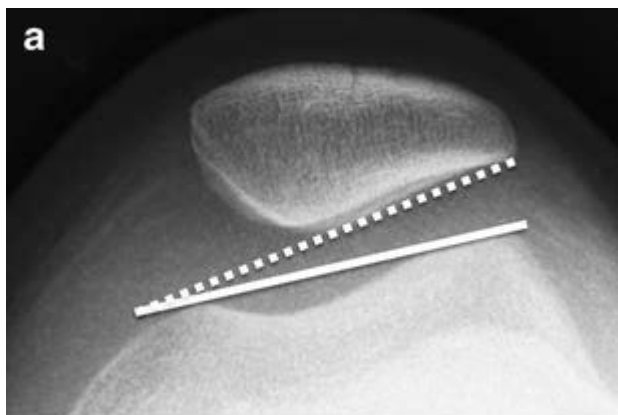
Оценка наклона надколенника по аксиальной рентгенограмме левого коленного сустава с нормальным пателлофemorальным углом, без наклона надколенника.
